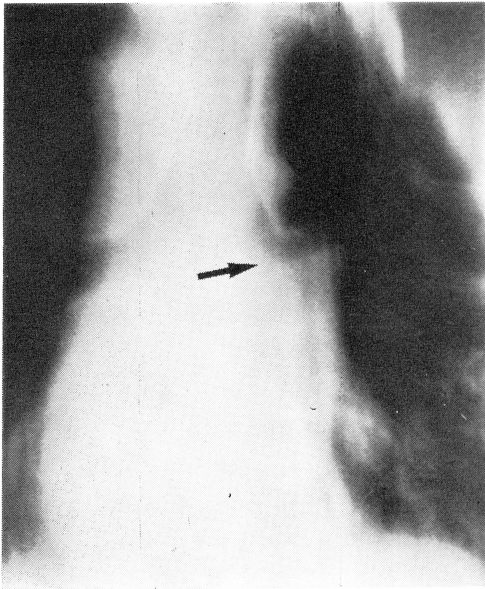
Tomograph of the case reveals obstruction of the left intermediate bronchus.
